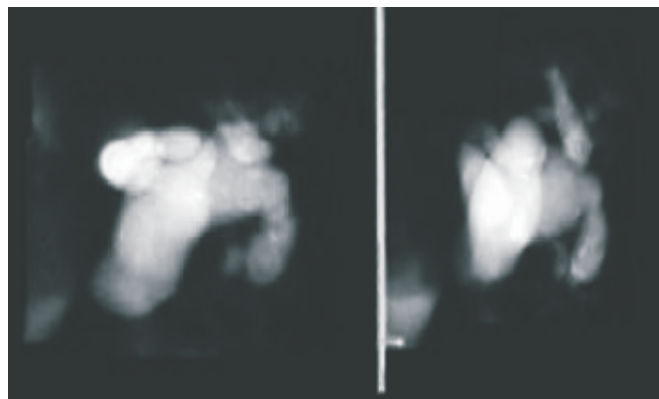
RMN, ectazie cistică de cale biliară intrahepatică și extrahepatică.
